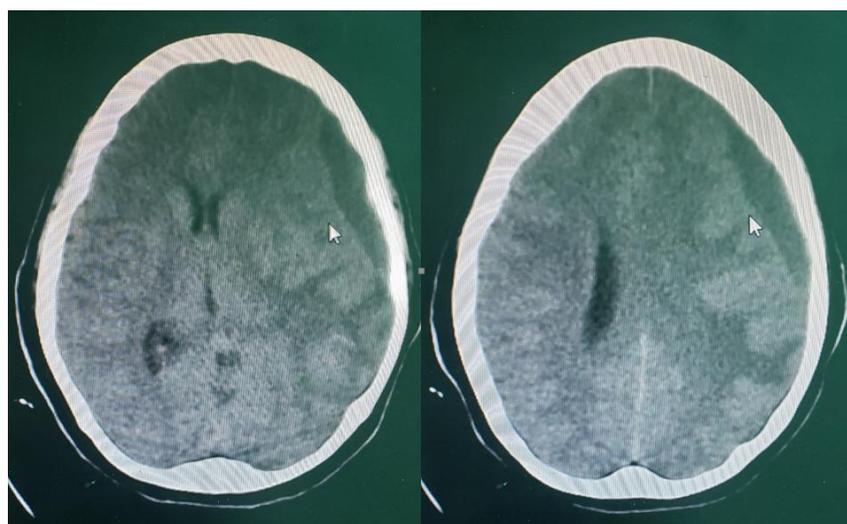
TAC evolutivo a los 7 días de la intervención.
